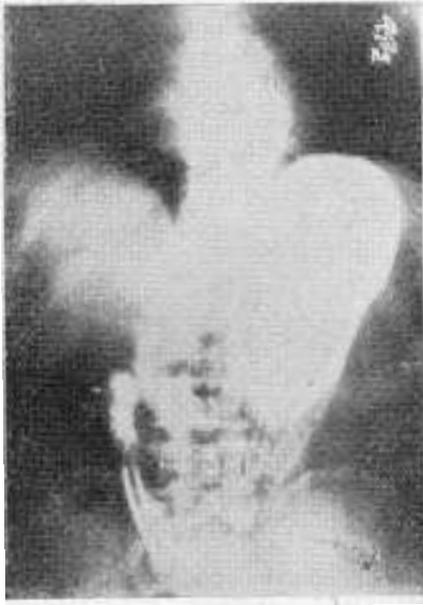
Radiografía en Trendelenburg. Se reduce el estómago.
